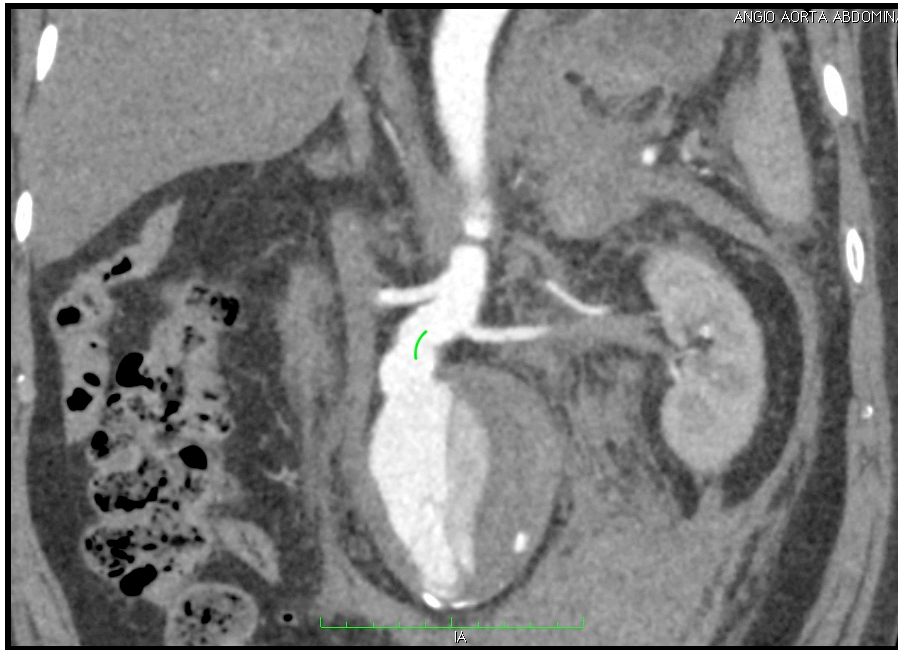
Angio-TC mostrando AAA roto, con hematoma en flanco izquierdo.
